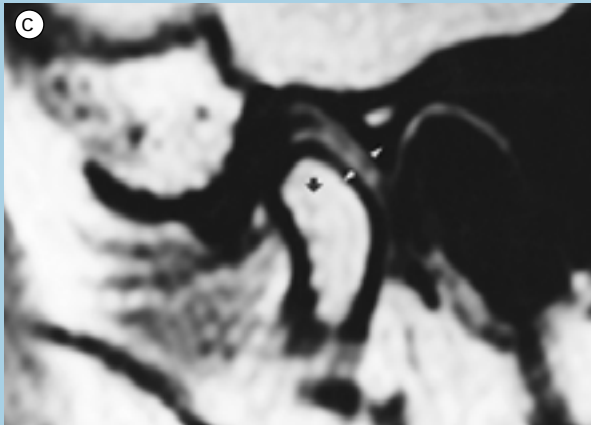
DA com placa mio-relaxante, na presença de uma fixação discal (mulher de 39 anos). IRM Sagitais da ATM direita: a) BF - (antes) espaço articular posterior reduzido (entre as duas pontas de seta). Subdeslizamento discal com o cêndilo em apoio dominante sobre a banda discal. b) BA - (antes) translação condilar limitada e disco imóvel (fixo); c) BF - (depois) DA (seta negra) com aumento do espaço posterior articular (pontas de setas brancas) e um melhor centrado condilar debaixo da fossa discal; d) BA - (depois) translação satisfatória do complexo disco-condíleo para o aprumo da eminência temporal.
